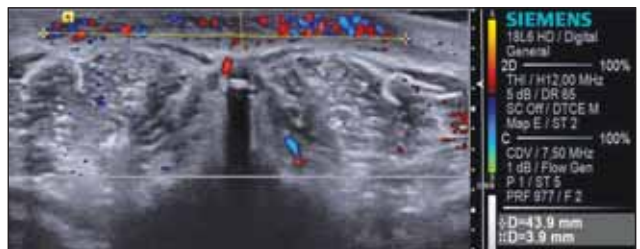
(A și B). Examen ultrasonografic după 13 luni de tratament cu Propranolol
